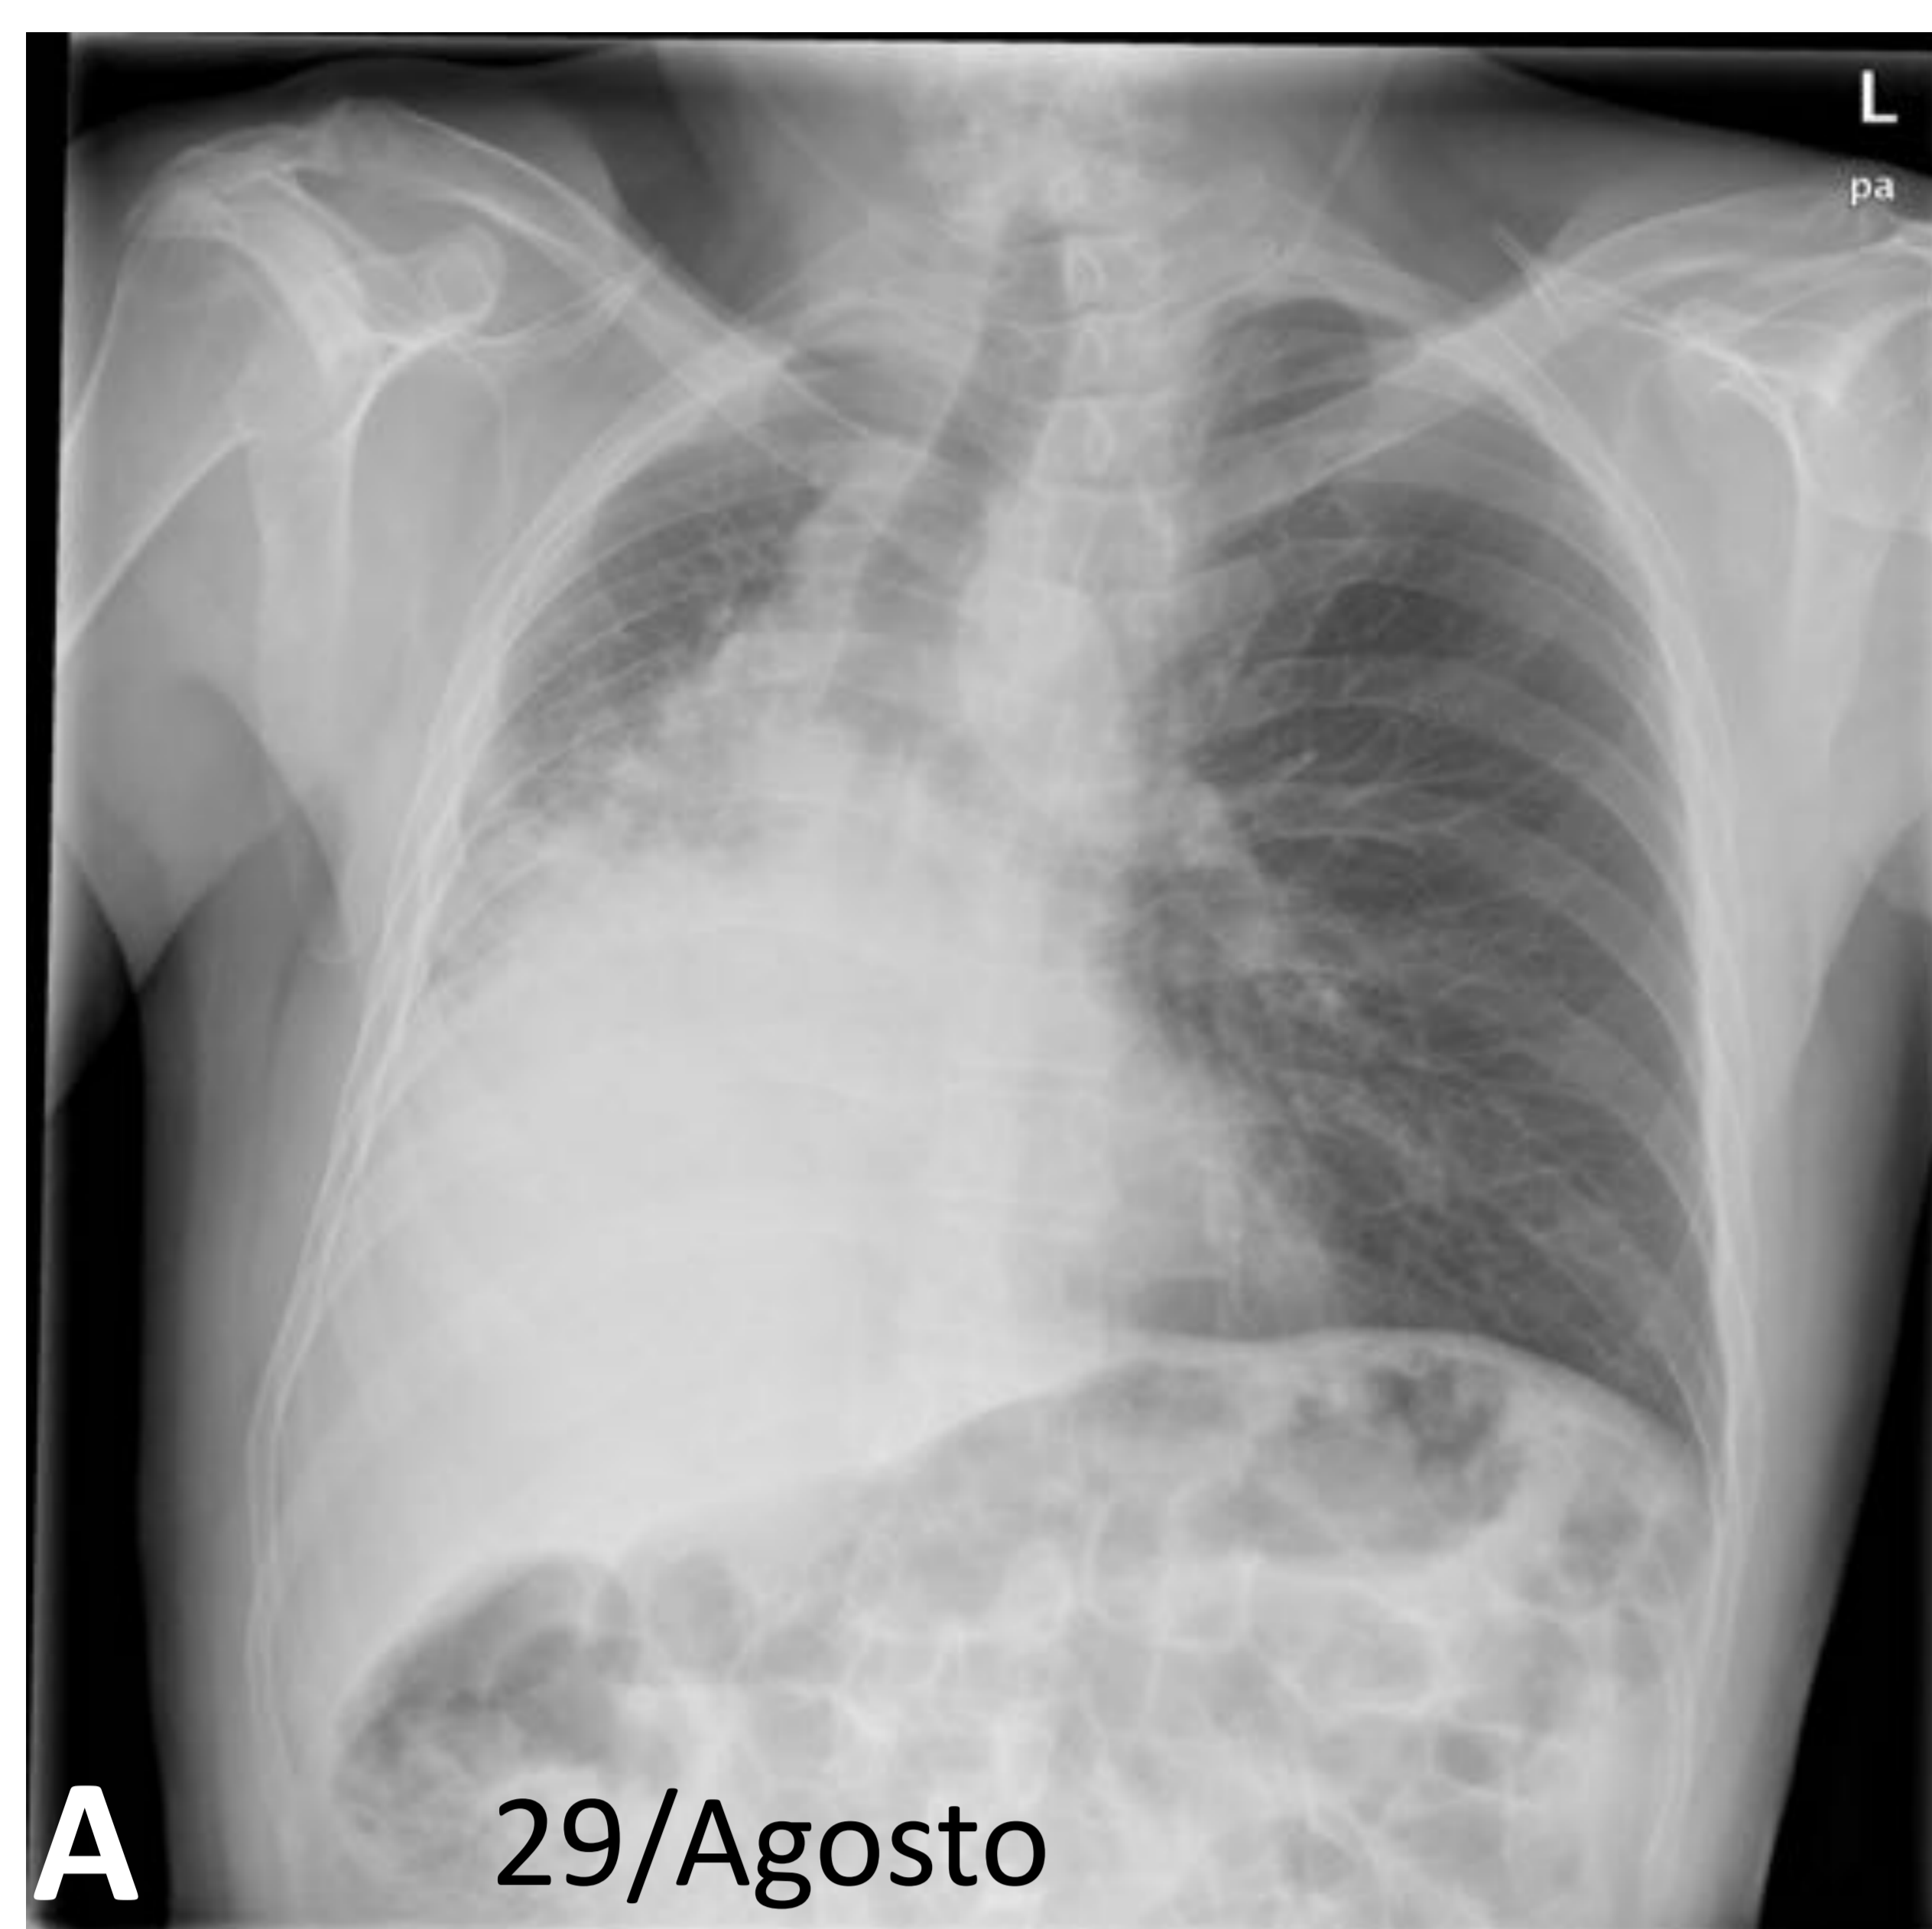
Carcinosarcoma de pulmón (Ca epidermoide con componente de osteosarcoma). Varón de 64 años disnea progresiva de 1,5 meses de evolución. A) y B) Rx de tórax PA y lateral, atelectasia parcial del pulmón derecho. C) TC torácica coronal con ventana de mediastino y D) axial ventana de pulmón, producida por nódulo endobronquial de aprox 2 cm en bronquio principal derecho (BPD) [flechas azules]. E) Fibroncoscopia, lesión aspecto tumoral que ocluye por completo BPD. F) Revisada retrospectivamente RX PA realizada 12 días antes era visible imagen nodular proyectada sobre la luz de BPD [flecha amarilla en imagen ampliada].
